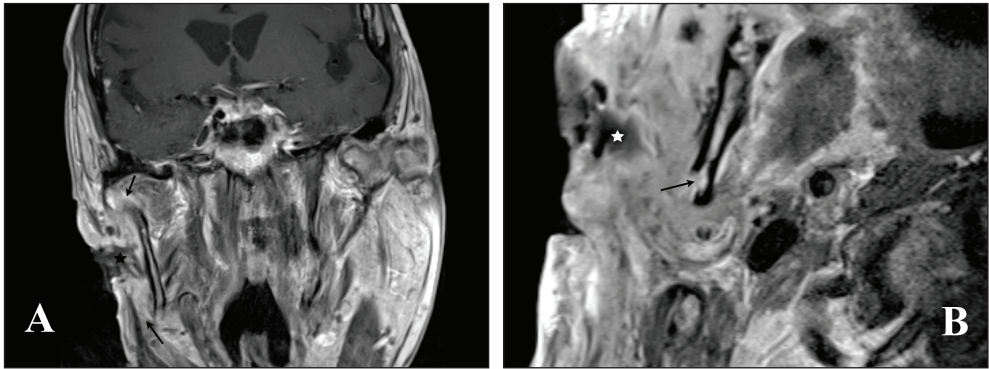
IRM en séquences pondérées T1 après injection de Gadolinium, montrant une tumeur (image A, flèches) nécrotique et ulcérée à la peau (étoiles). L'image B correspond à une acquisition avec une antenne de surface permettant une résolution maximale et identifiant clairement une zone d'interruption corticale avec pénétration mandibulaire (flèche).
